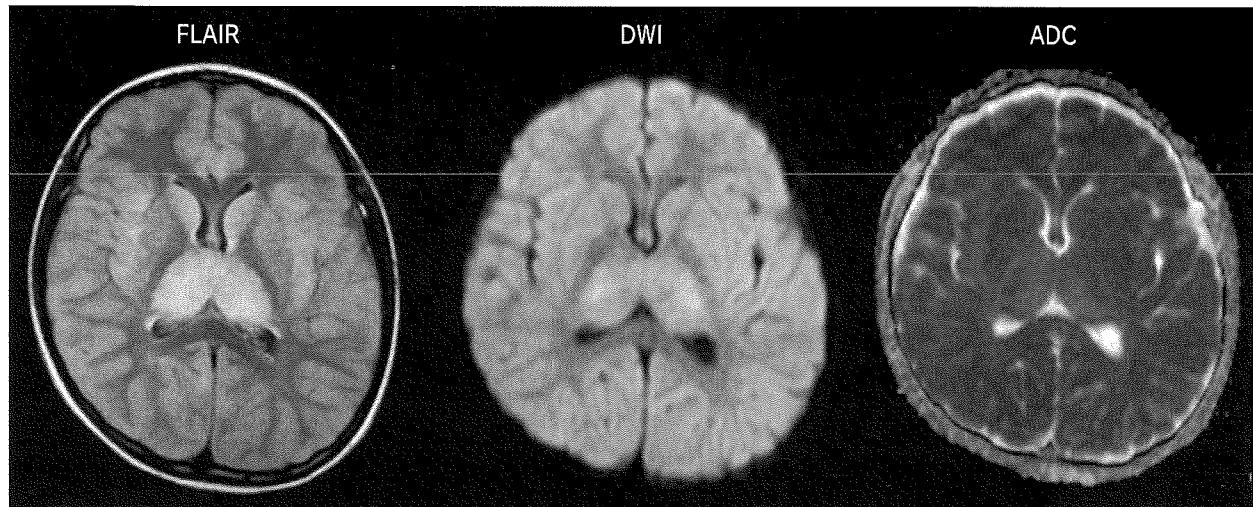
マイコプラズマ脳炎 頭部MRI(第3病日) 9歳 女児
